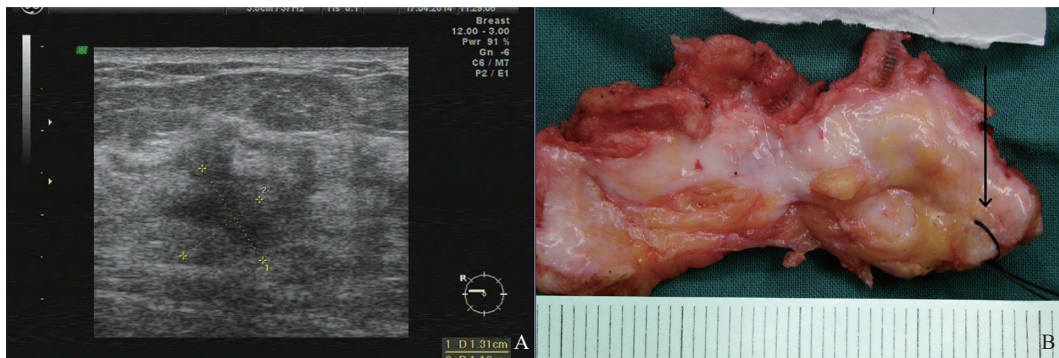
因占位感不明显漏诊患者的超声图像和标本照片
